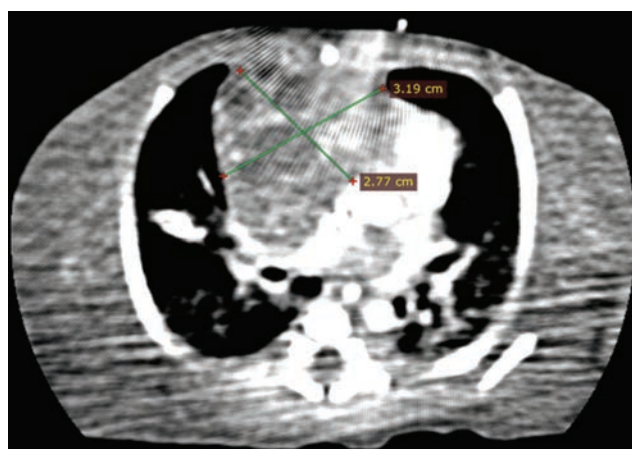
Компьютерная томограмма новорожденного. Разметкой указано патологическое образование средостения
